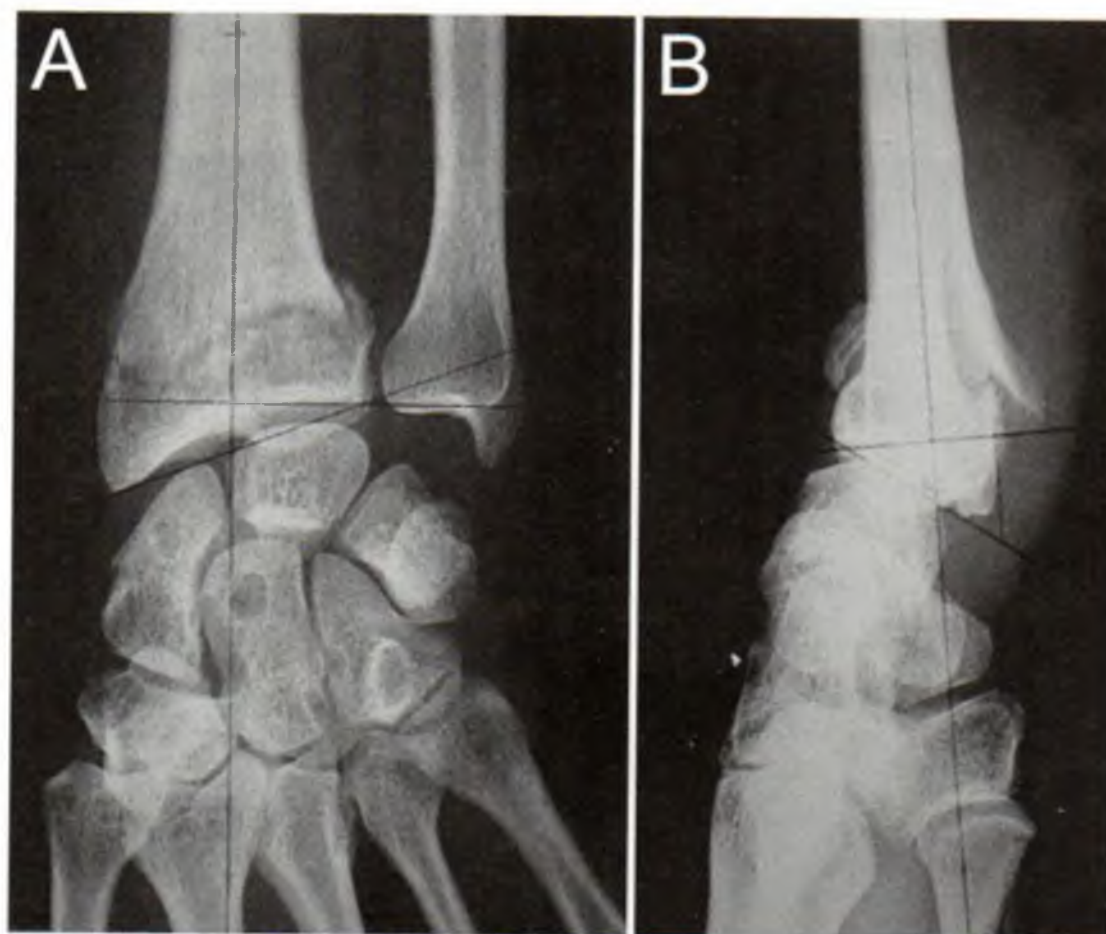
Radiographies du poignet droit de face (A), de profil (B) : fracture à déplacement postérieur sans refend articulaire avec fracture de la styloïde ulnaire (flèche blanche), dite de Gérard-Marchant (il existe ici une translation latérale importante)
